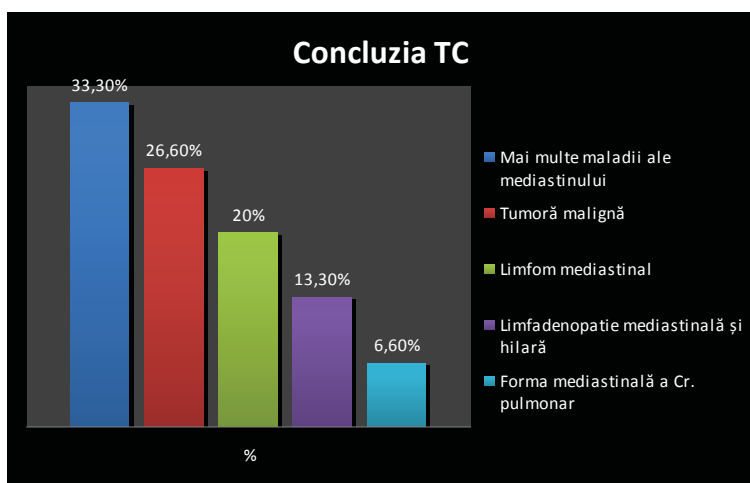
Concluzia CT a toracelui
